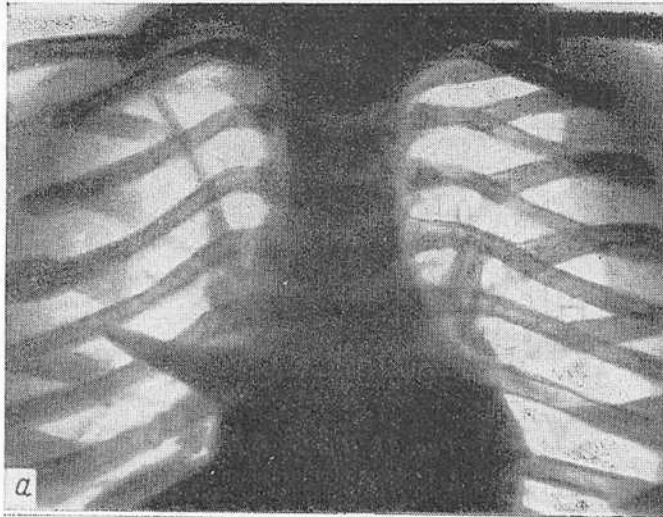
Рентгенограмма грудной клетки ребенка 9 лет в лордотическом положении до лечения (а), после лечения (б).
